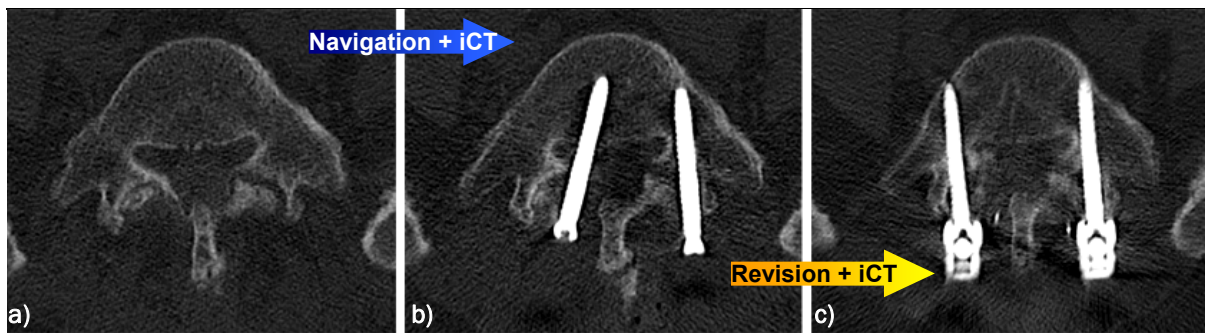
a) Navigations-CT b) mediale Fehllage (9,5 mm)L5 rechts c) intraoperativ revidierte Schraube
